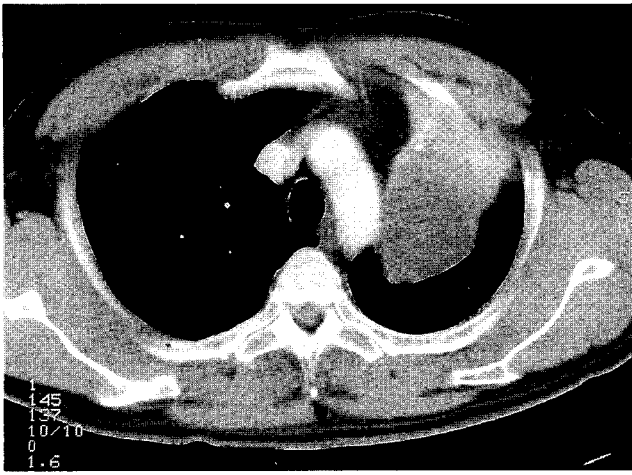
Preoperative chest CT showing 5cm sized ill-defined low density area.
